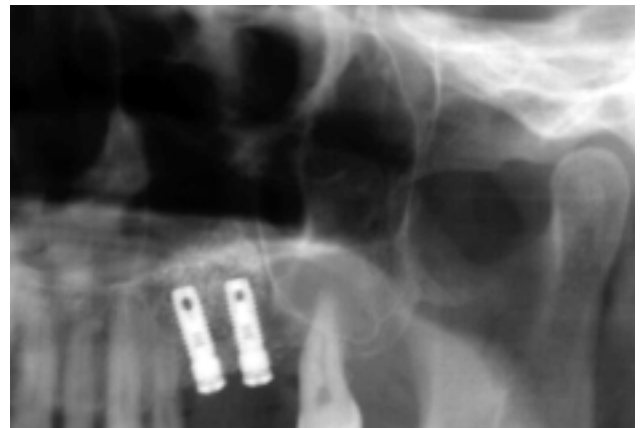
Röntgenkontrolle postoperativ.
